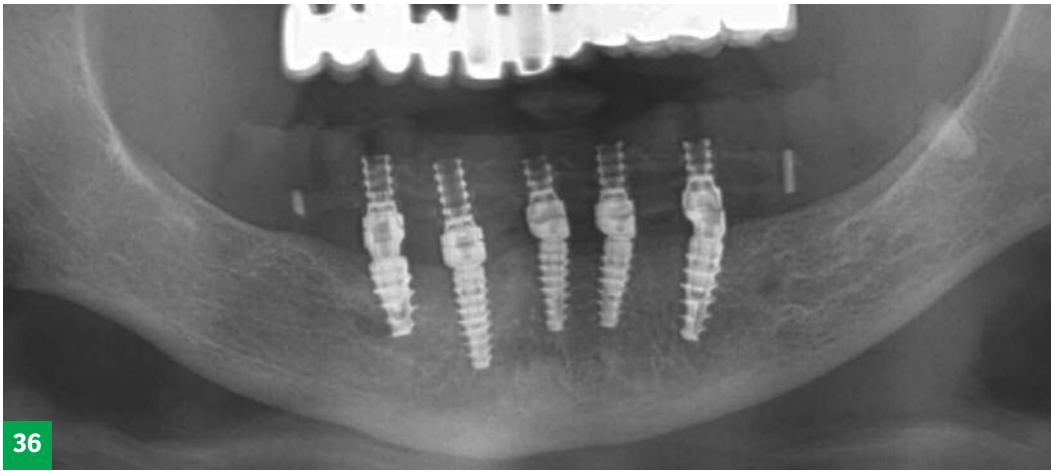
En esta radiografía de un puente CST inferior, podemos constatar que después de la inyección de la resina siempre en el modelo maestro, la adaptación de los pilares en los conos implantarios sigue siendo perfecta.
